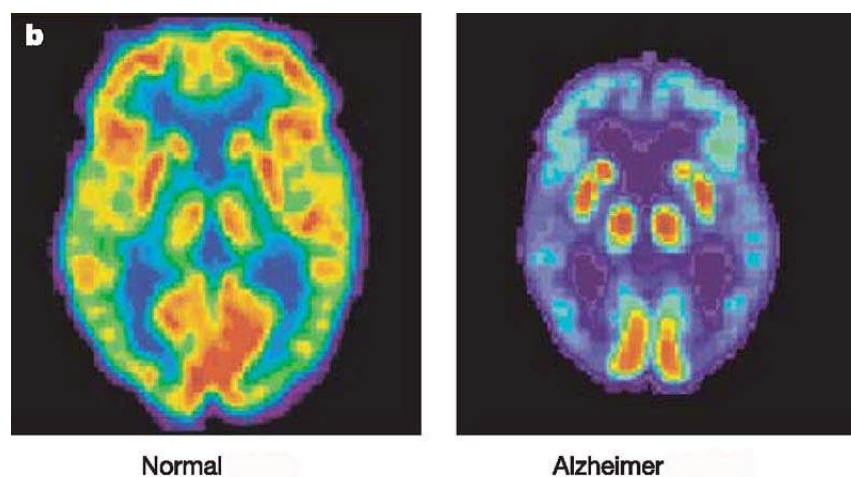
Positronen-Emissions-Tomographie des Gehirns Rote und gelbe Bereiche deuten Glukose-Aufnahme an. Im Alzheimergehirn rechts verminderter Glukose-Metabolismus im frontalen Cortex und Temporallappen im Vergleich zum gesunden Gehirn links (aus: Mattson 2004).
